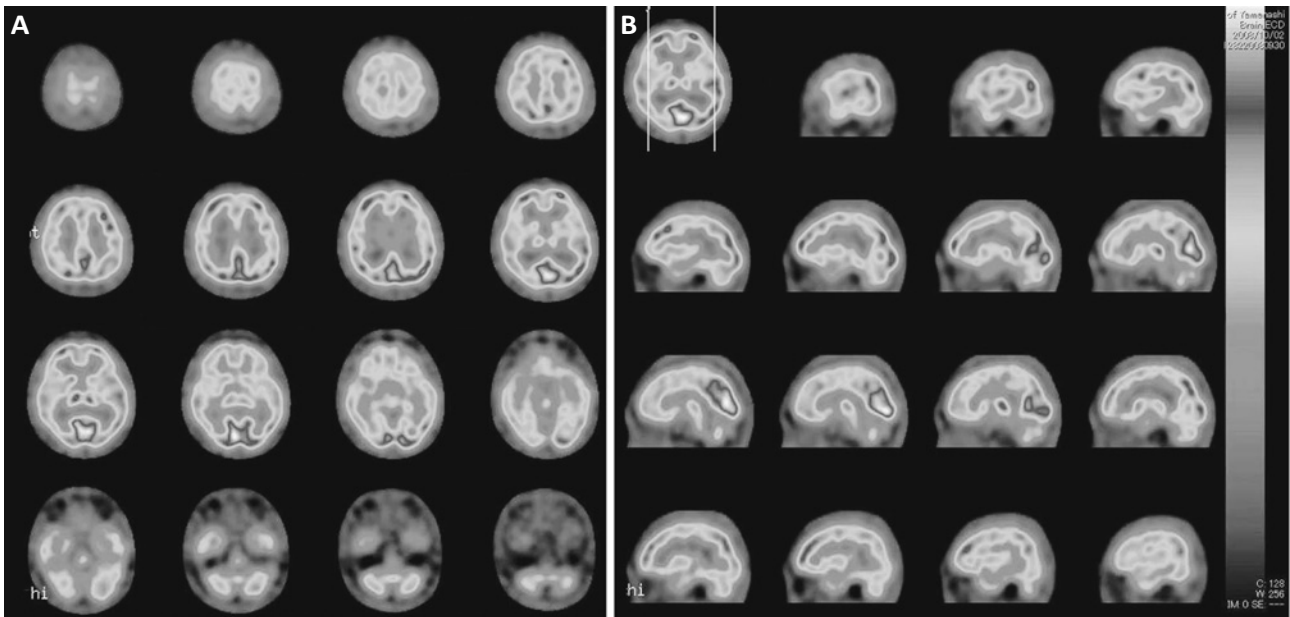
Tc-99m ECD SPECT (A: axial slice, B: sagittal slice) shows decreased blood flow in the brain stem and cerebellum.
